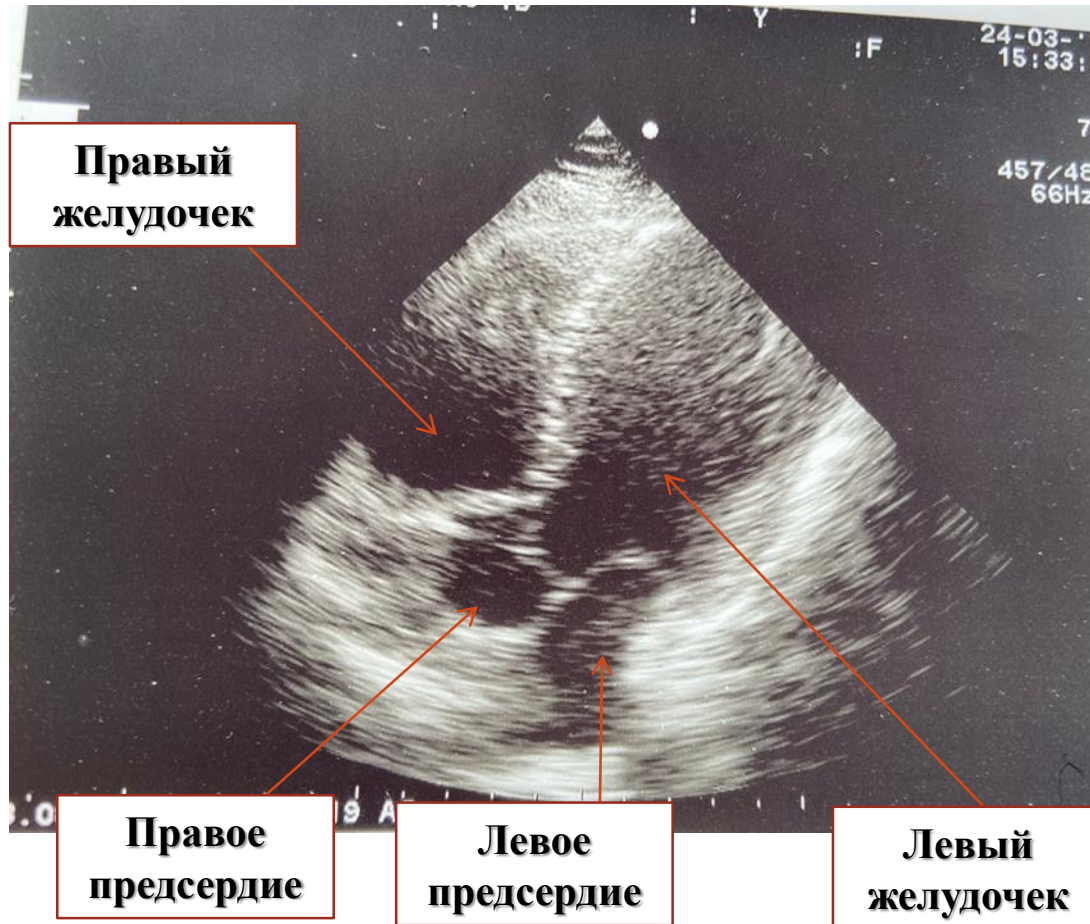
Эхокардиография
